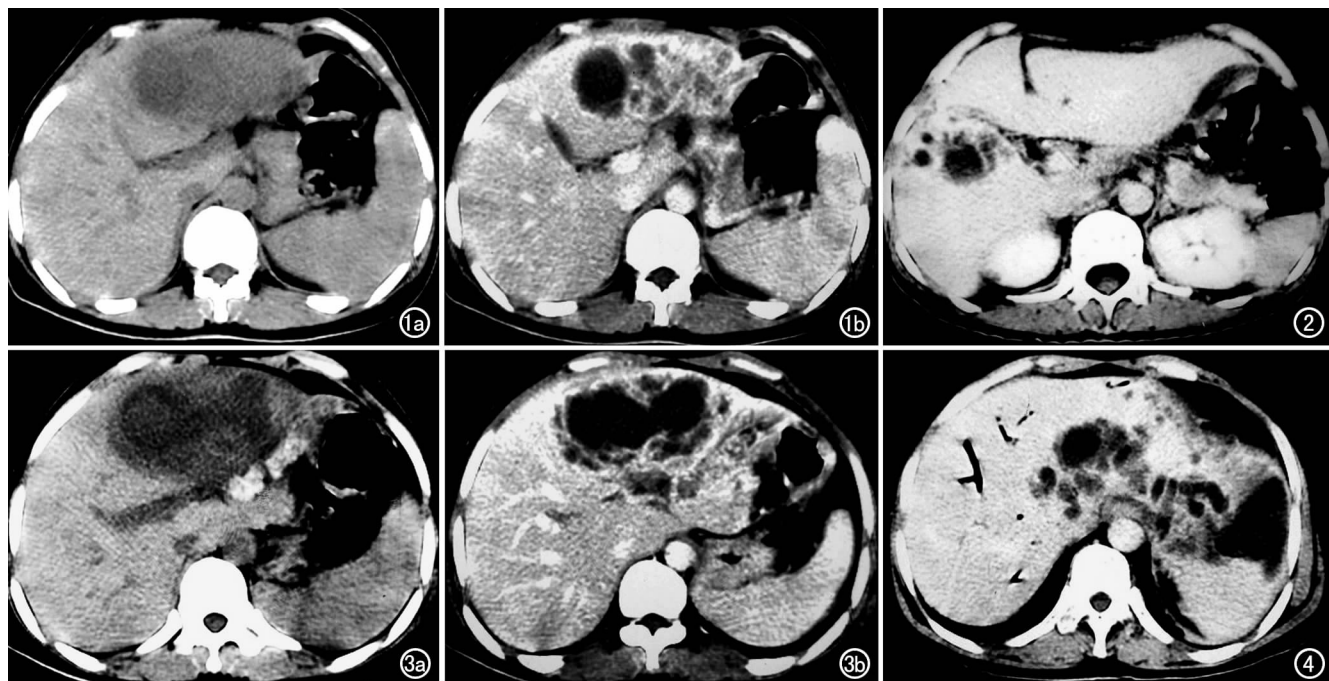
左肝脓肿与胆管感染并存。a) 平扫; b) 增强扫描。 图2 胆管积脓与肝脓肿连通。 图3 左肝管多发结石,内段胆源性肝脓肿,后方可见肝管扩张积脓,管壁增厚,明显强化。a) CT平扫; b) 增强扫描。 图4 左肝内胆管炎,多发性肝脓肿,呈“簇状征”。
